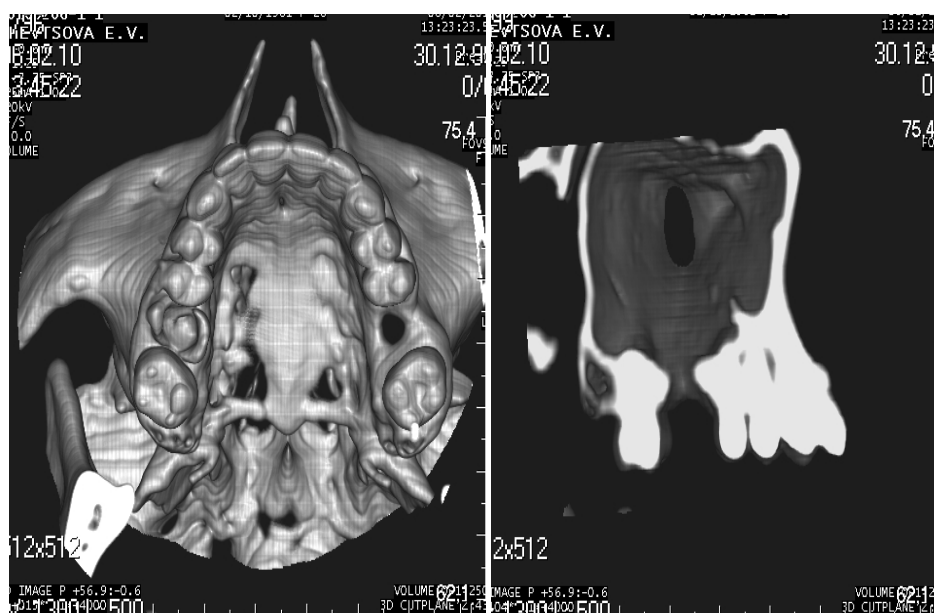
КТ в 3D режиме, перфорация верхнечелюстного синуса, oro-антральное соустье.
